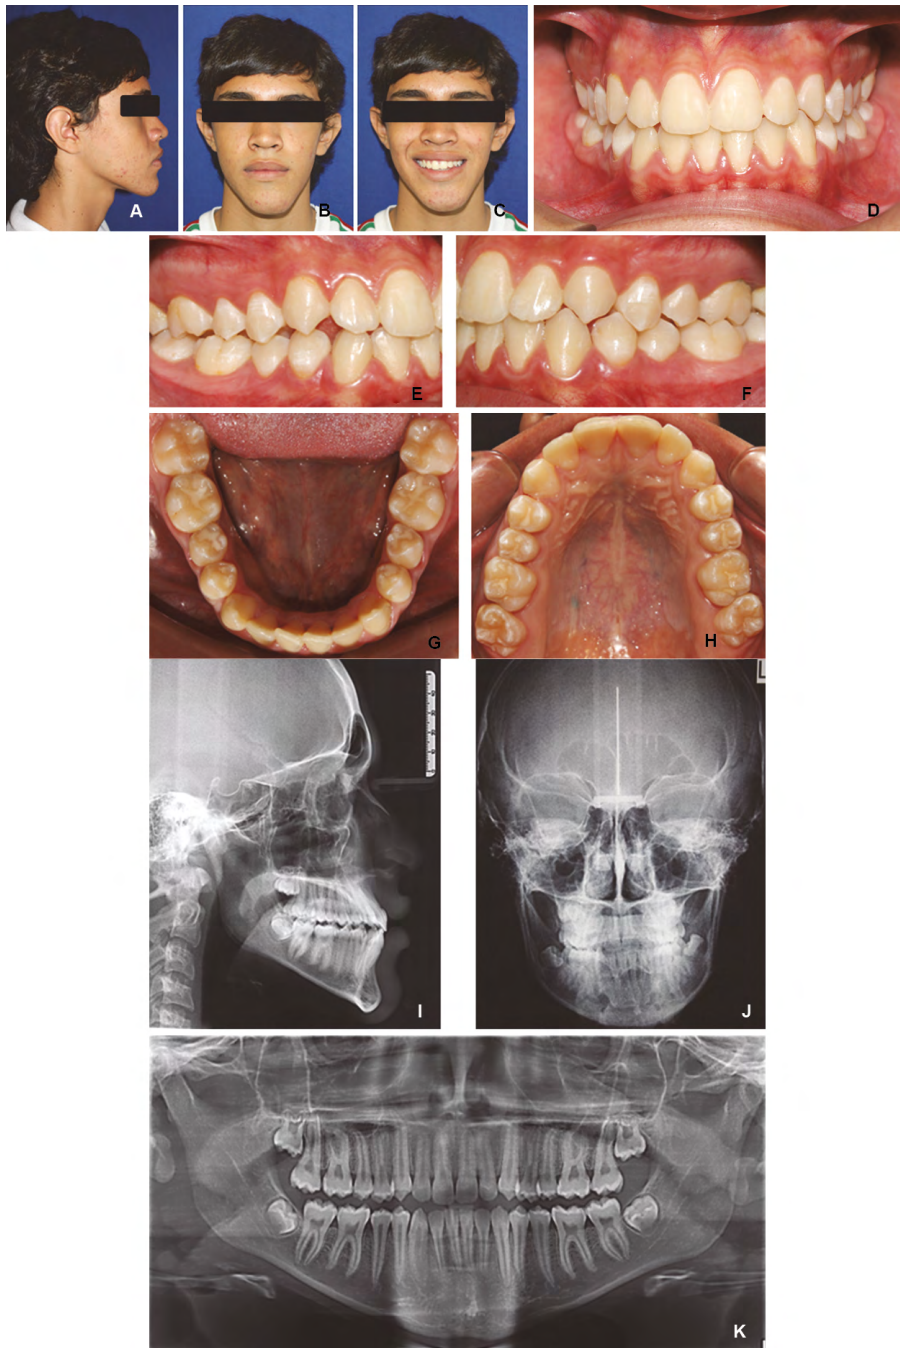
Patient #1 initial records. Profile photograph (A), frontal photograph (B), smile photograph (C), frontal intraoral photograph (D), right side photograph (E), left side photograph (F), upper occlusal photograph (G), lower occlusal photograph (H). Lateral X-ray of the skull (I), postero-anterior radiograph (J), panoramic X-ray (K)
